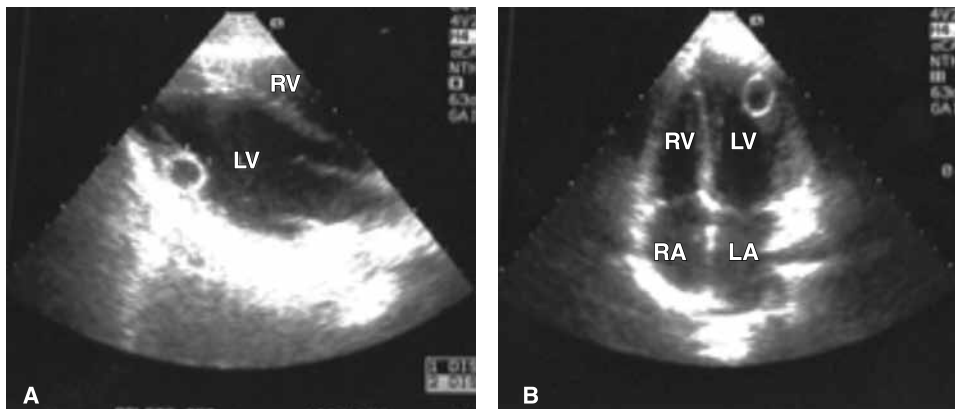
Quiste equinocócico en ventrículo izquierdo (LV). Ecocardiografía transtorácica.³⁰
